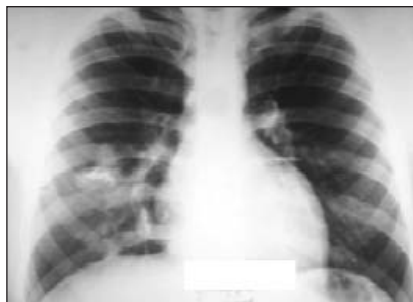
Рентгенография органов грудной клетки пациента Р., 16 лет
